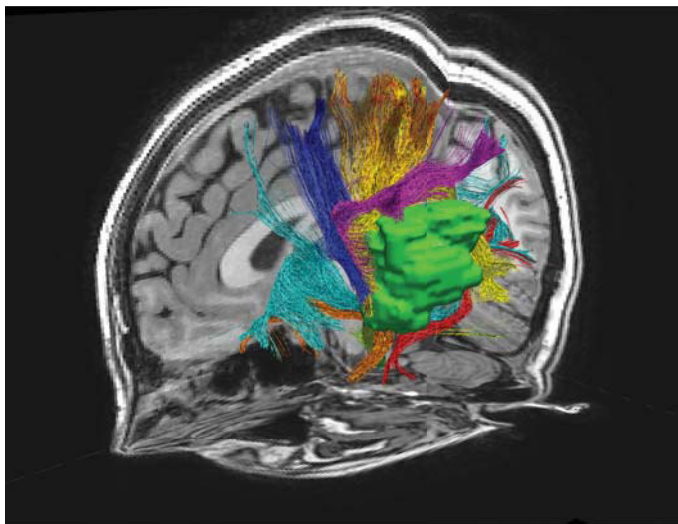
Глиома правой височной области. На совмещенном 3D T1 –взвешенном МР-изображении отображены в цвете опухолевое образование (зеленый цвет) и окружающие его тракты белого вещества мозга (цветом обозначены различные тракты), реконструированные на основе использования диффузионно-тензорного исследования.
